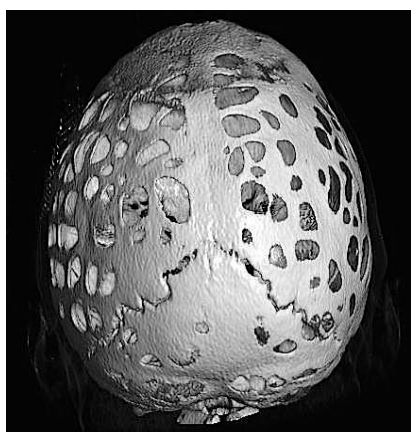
CT-scan avec reconstruction 3D : idem figure 1. Vue supéro-postérieure.
